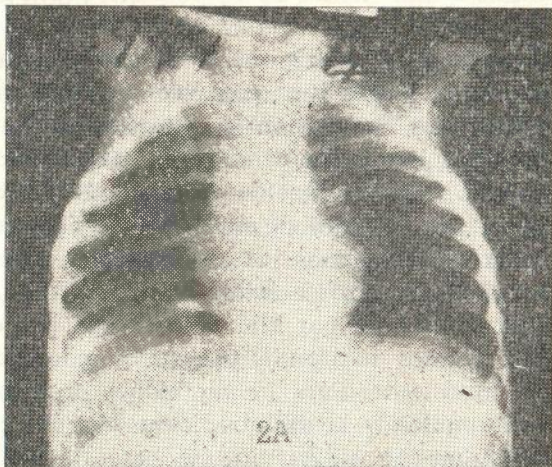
Radiografía simple del tórax del caso de absceso hepático ascariídiano. En la zona infradiaphragmática derecha se observa una sombra radiotransparente que corresponde al absceso hepático espontáneamente inculado con gas del colon y en cuyo interior aparecen varios áscaris.
